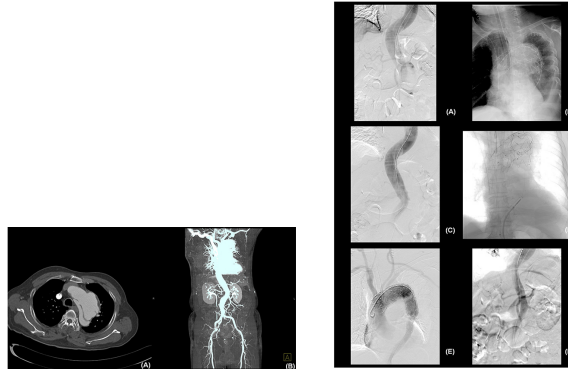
(A) Axial dissection CT shows dissection from the aortic arch. Stanford type B. (B) There was dynamic obstruction with thrombosis at the left internal iliac artery.
